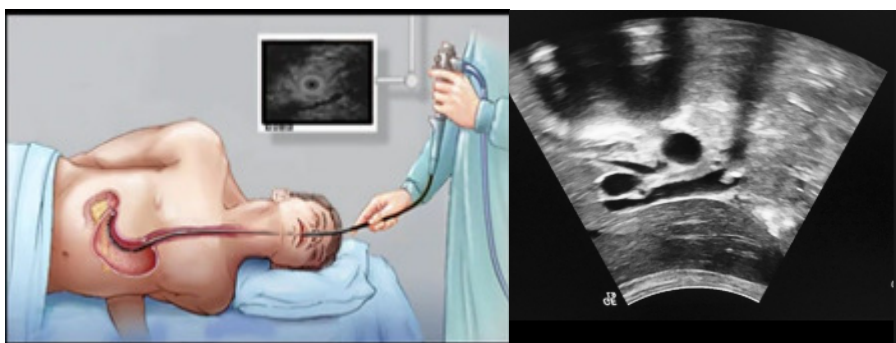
Ultrasonografie endoscopică
